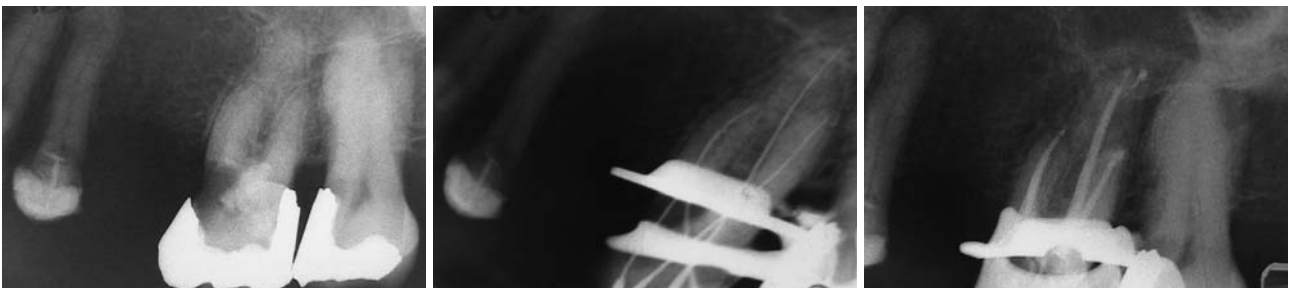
Ausgangsröntgenbild. – Abb. 16: Exzentrische Messaufnahme mit Handinstrumenten. – Abb. 17: Exzentrische Kontrollaufnahme der Wurzelfüllung.
